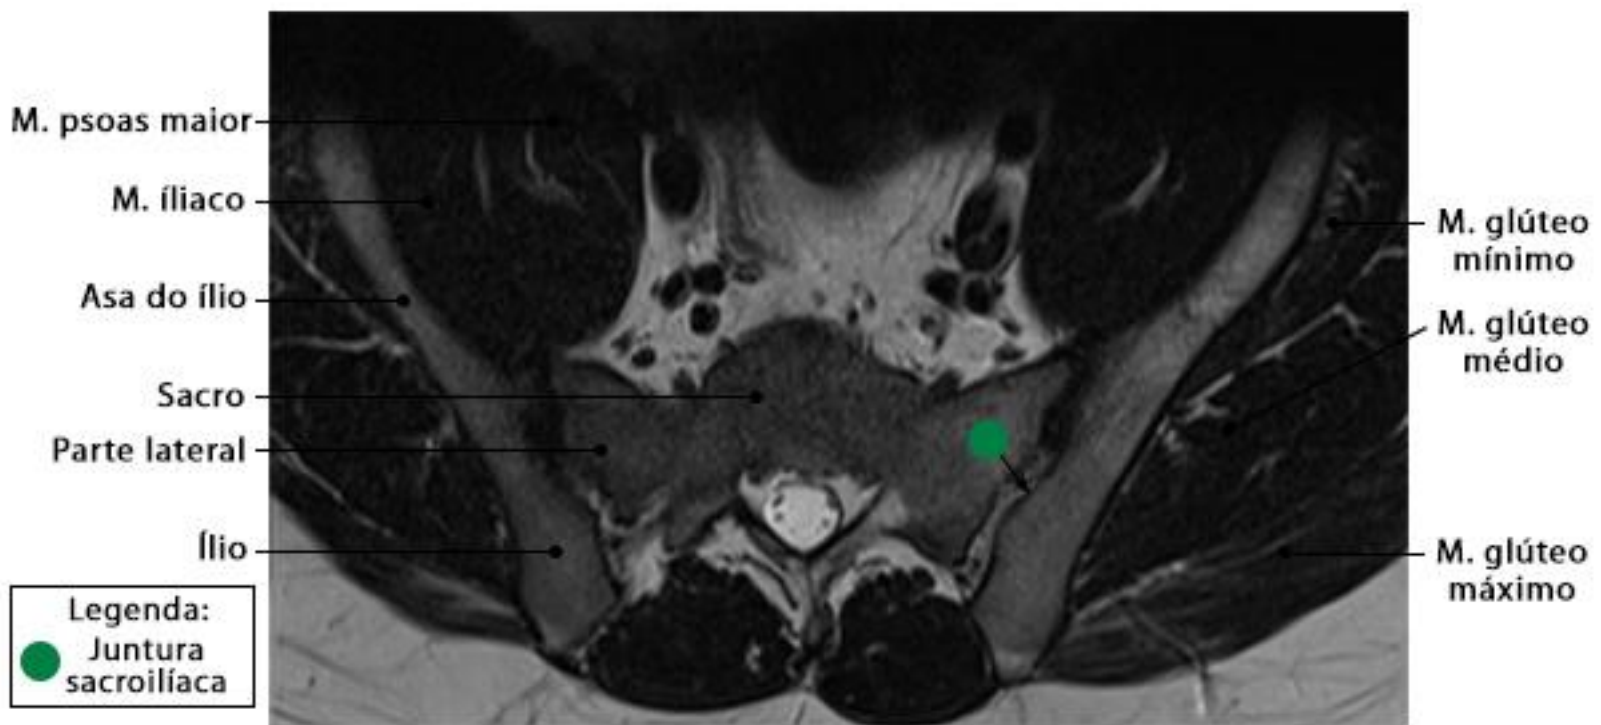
RM do quadril em corte axial com ponderação T2
